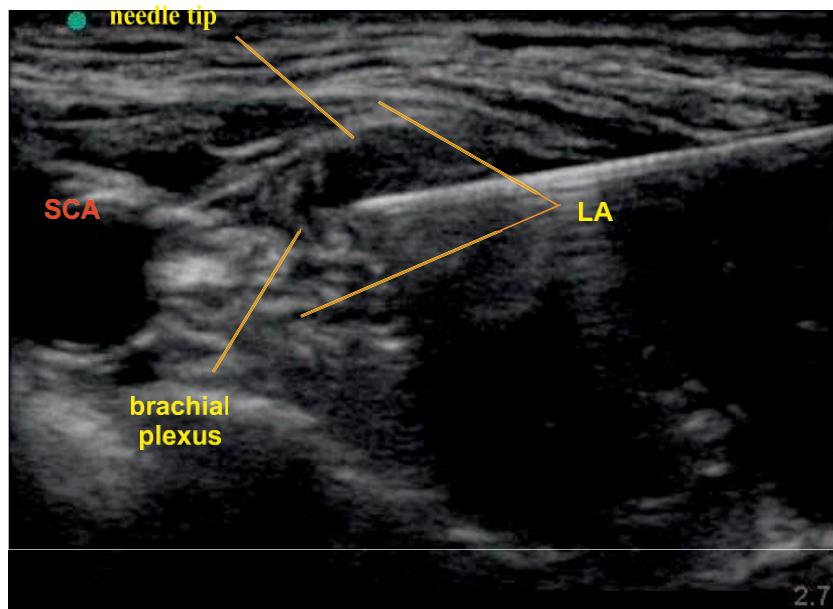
Imagen de ultrasonido en plano demostrando la aguja re-direccionada hacia el aspecto superficial del plexo y el plexo braquial rodeado por anestésico local.
